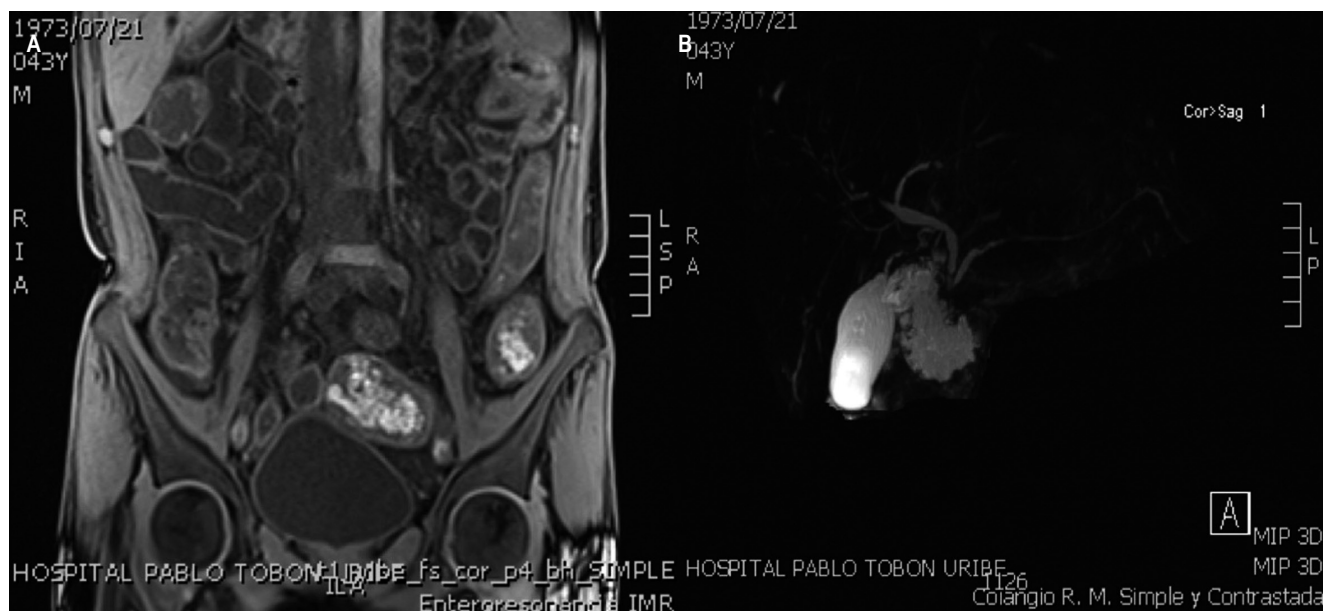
A. Entero-RMN: cambios inflamatorios dados por el engrosamiento difuso en todo el tracto digestivo. B. Colangiorresonancia en la que se evidencian estenosis cortas, lisas, con realce de la vía biliar intrahepática, hallazgos compatibles con CEP.
